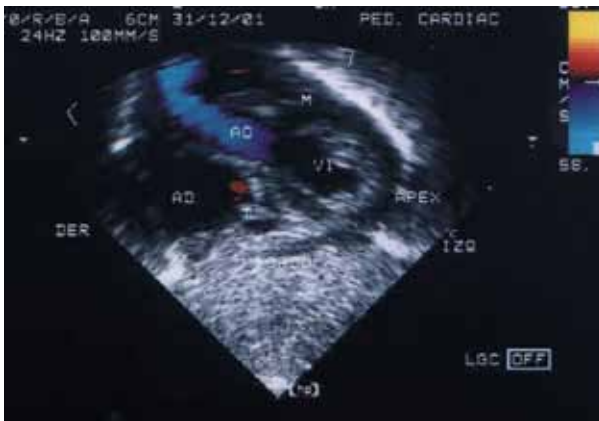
Ecocardiograma en modo B y Doppler color, toma subcostal eje largo, en donde se aprecia el *situs visceroastral normal*.
